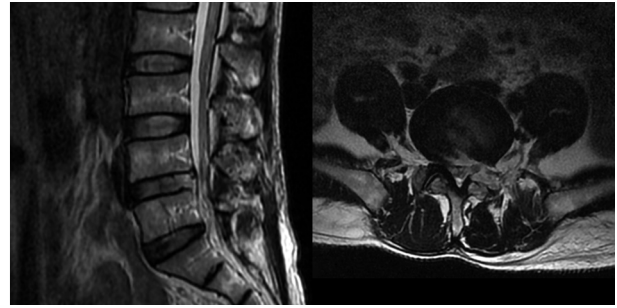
术后MRI示Ⅲ度成形术中上关节突部分完全切除
